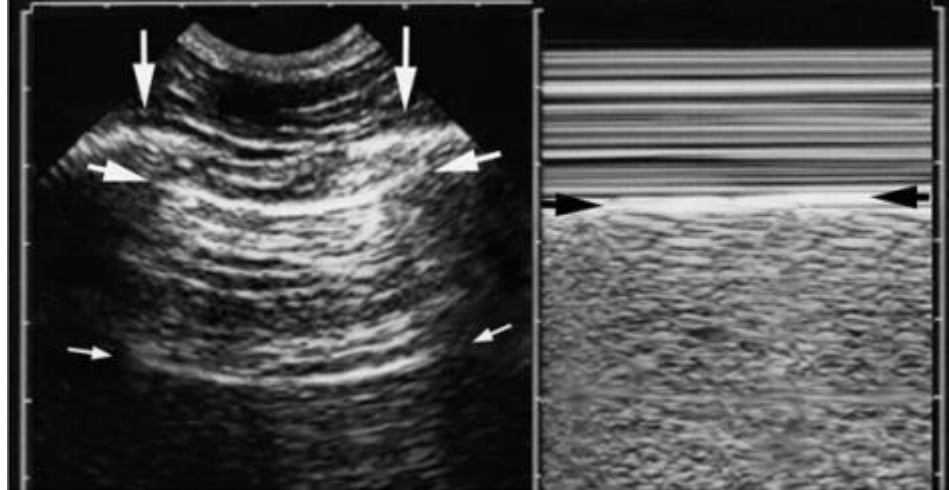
Normal akciğer ultrasonografisi görünümü; kosta gölgeleri (bat sign) plevral hat, A çizgileri (Yapılan çalışmamızdan alınmıştır.)
